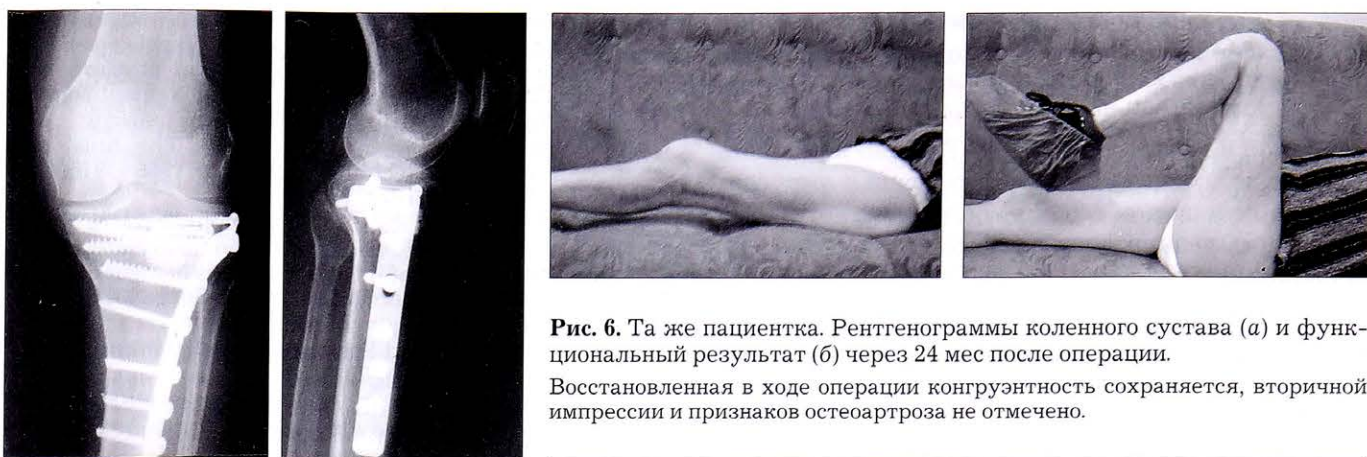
Та же пациентка. Рентгенограммы коленного сустава (а) и функциональный результат (б) через 24 мес после операции.
